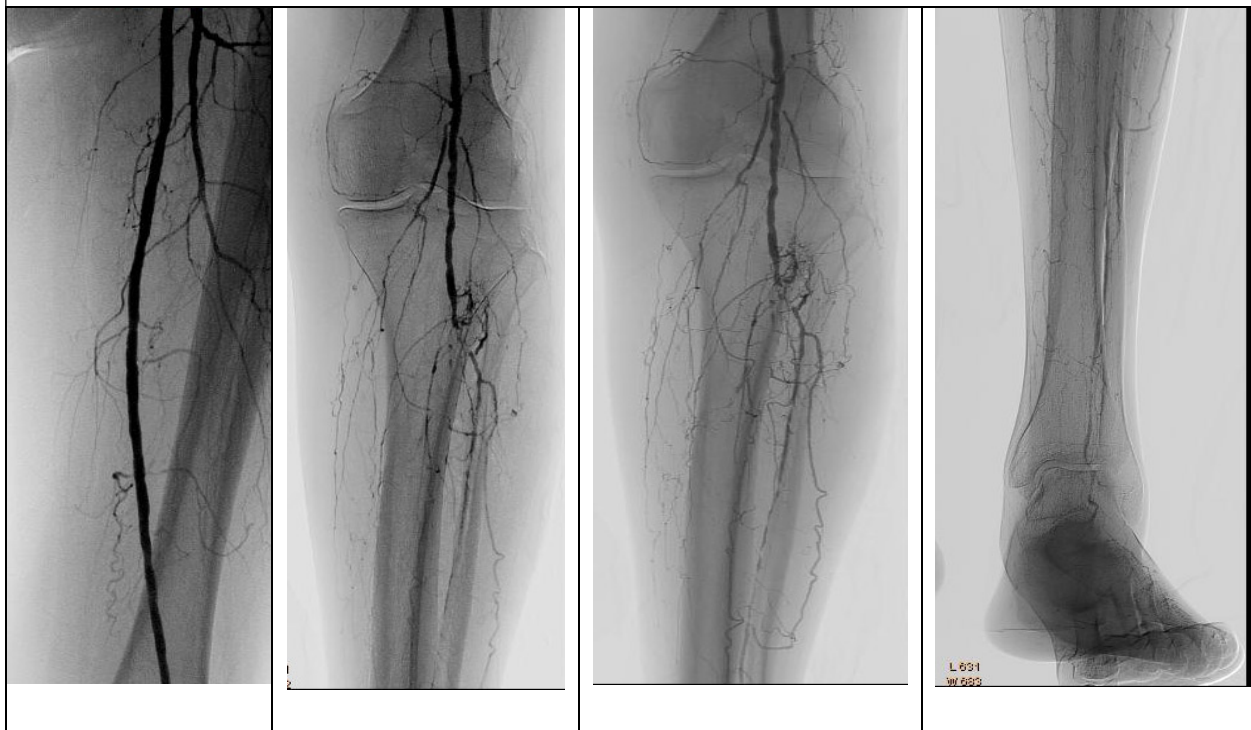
Рентгенконтрастная ангиография артерий у пациентов 1 группы поражения. У больного короткая окклюзия поверхностной бедренной артерии в средней трети, проходимость подколенной артерии, окклюзия ЗББА и МБА, проходимость ПББА.
